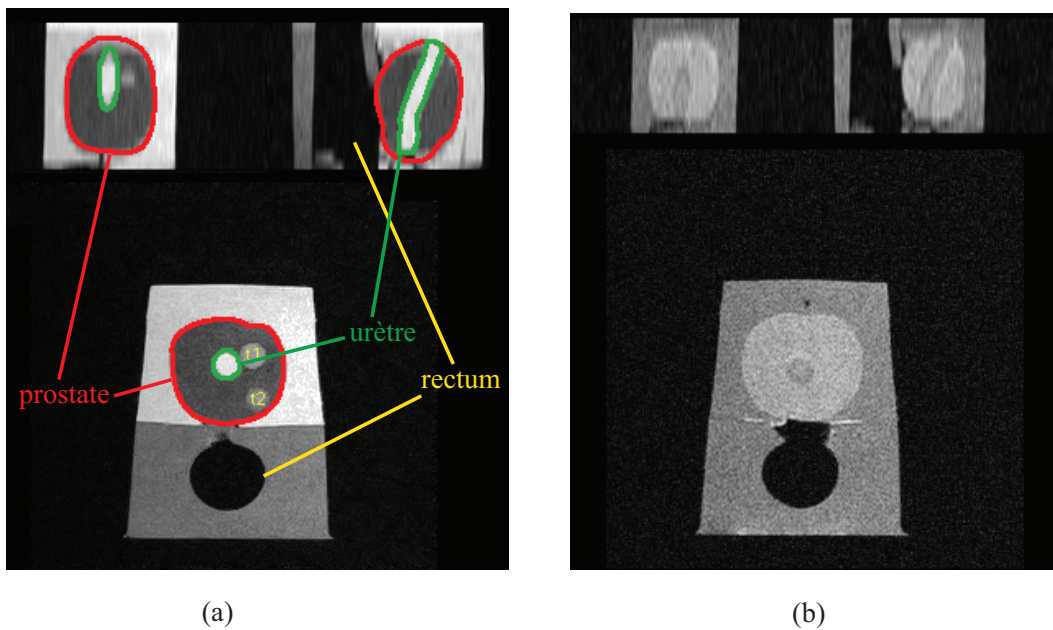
IRM du fantôme physique pelvien, en représentation coronale (haut gauche), sagittale (haut droite) et axiale. Pondérations T2 (a) et T1 (b).
